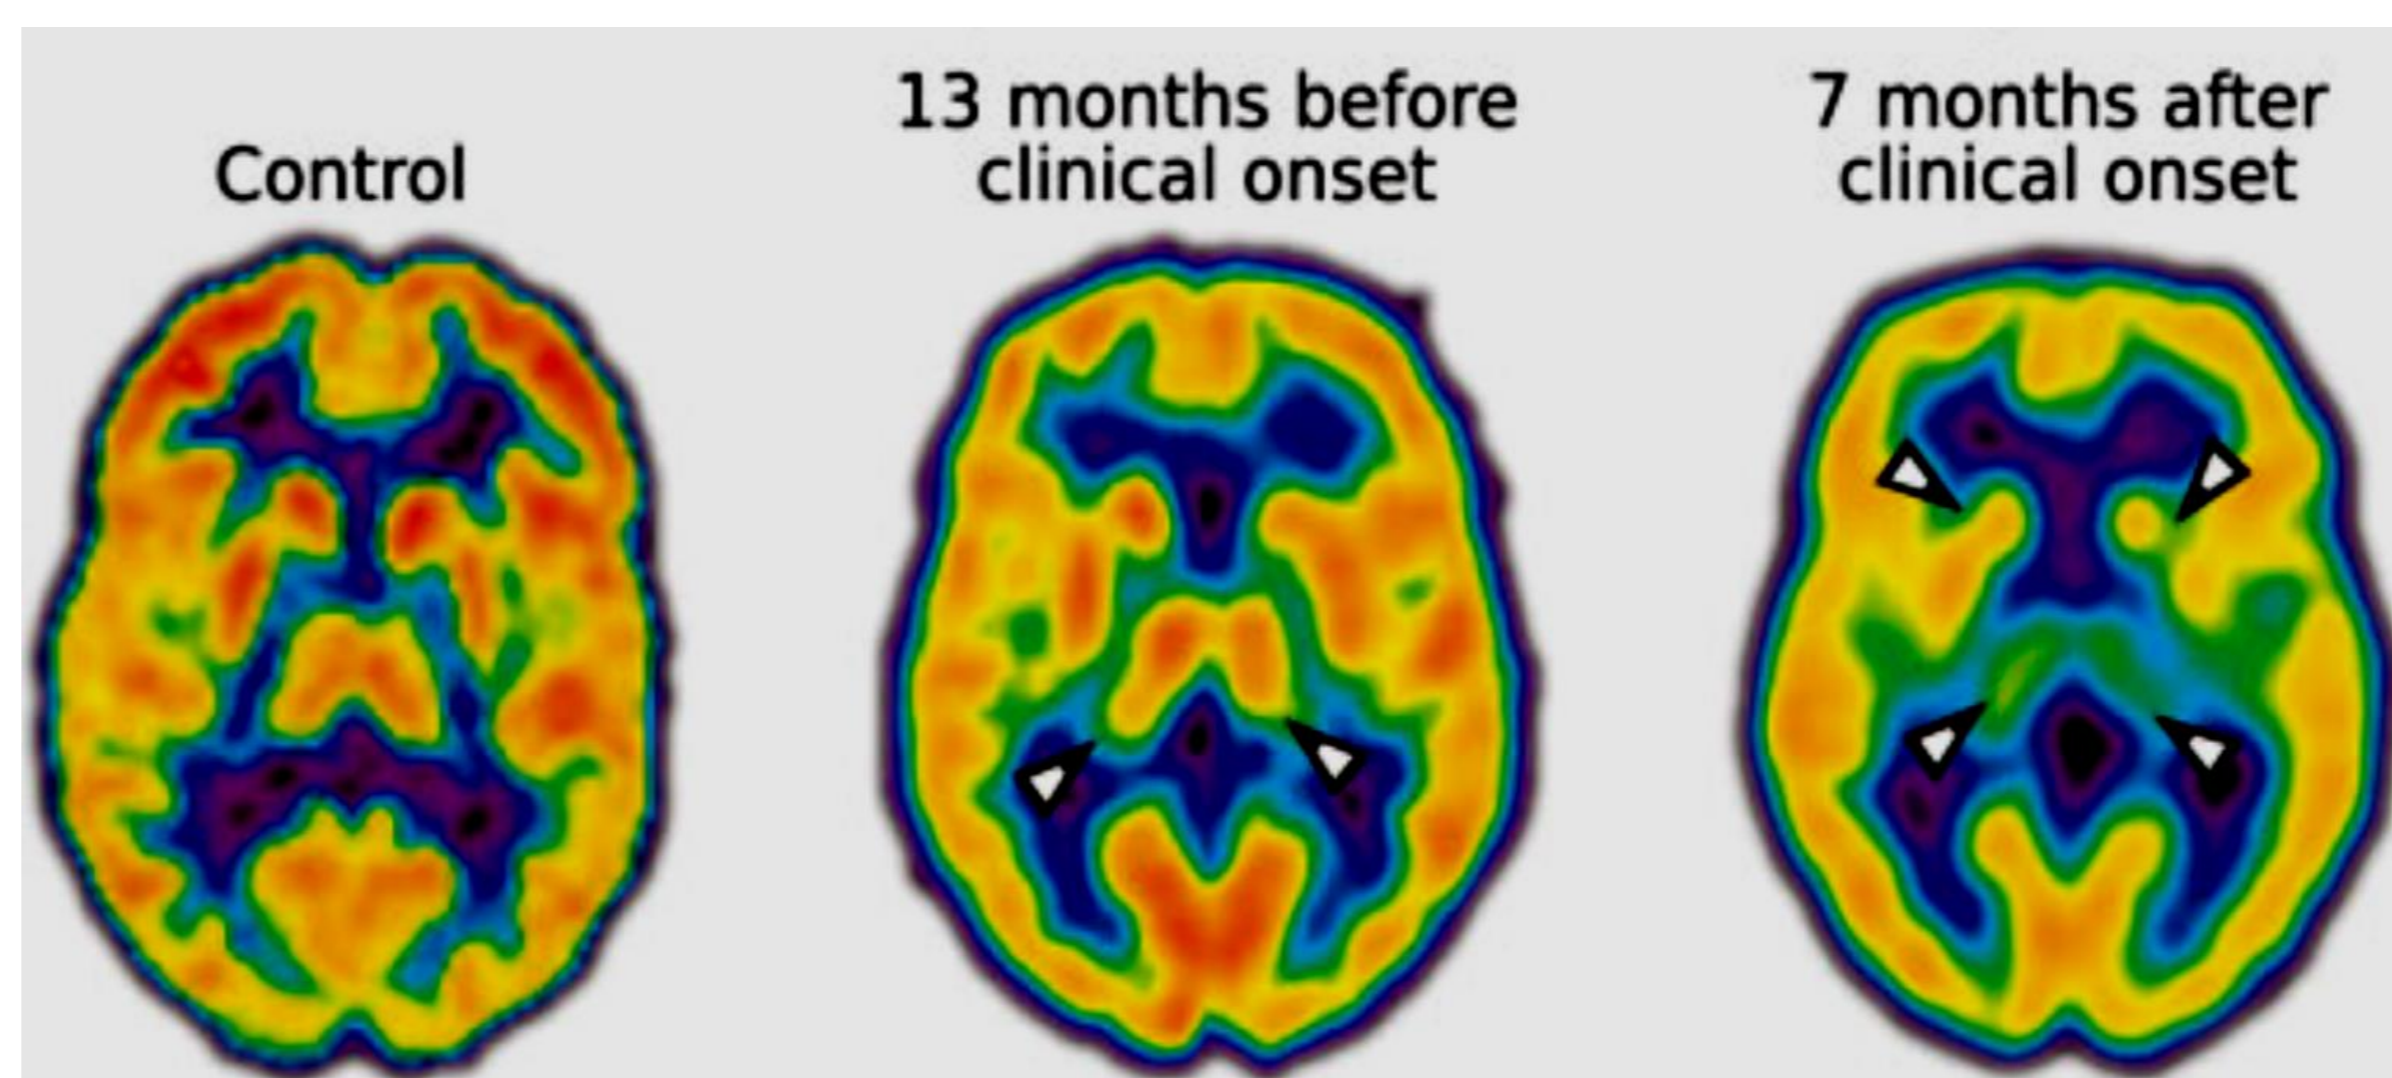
Cortelli 2006. Estudio longitudinal con 18FDG-PET. Previamente a la aparición de síntomas el metabolismo de la glucosa en el tálamo es menor que en el control (flecha). Tras 7 meses de seguimiento se observa una gran disminución metabólica en el tálamo con implicación de los ganglios basales (flecha). El consumo de glucosa se ve en una escala de color desde azul (bajo metabolismo) hasta rojo (alto metabolismo).
